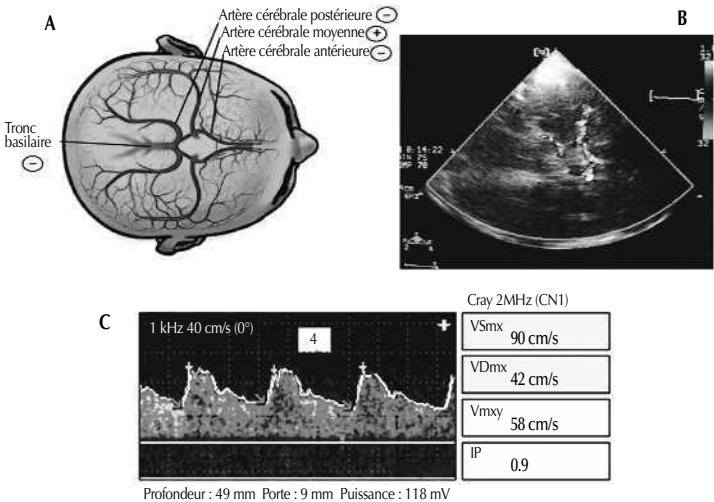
Le Doppler transcrânien permet de mesurer la vitesse des globules rouges dans l'artère cérébrale moyenne (ACM) qui représente 70 % du flux carotidien (A). La recherche de l'ACM peut se faire à l'échographie ou avec un appareil consacré, utile pour la surveillance continue, en plaçant la sonde Doppler sur la fenêtre temporale. En échographie, le polygone de Willis peut être visible (B). La courbe et les valeurs en cm/s (vélocités systolique, moyenne et diastolique et index de pulsativité) en situation normale sont présentées (C) (source : Protocoles 2013, MAPAR Éditions).
